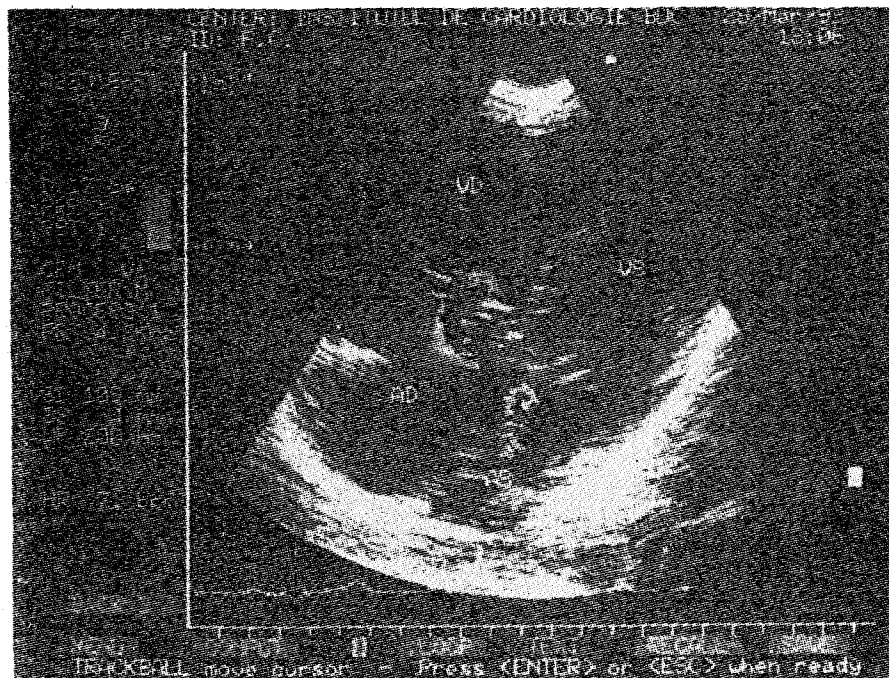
Canal A-V parțial Doppler color, comunicare interatrială jos situată cu insuficiență mitrală și insuficiență tricuspidiană.
